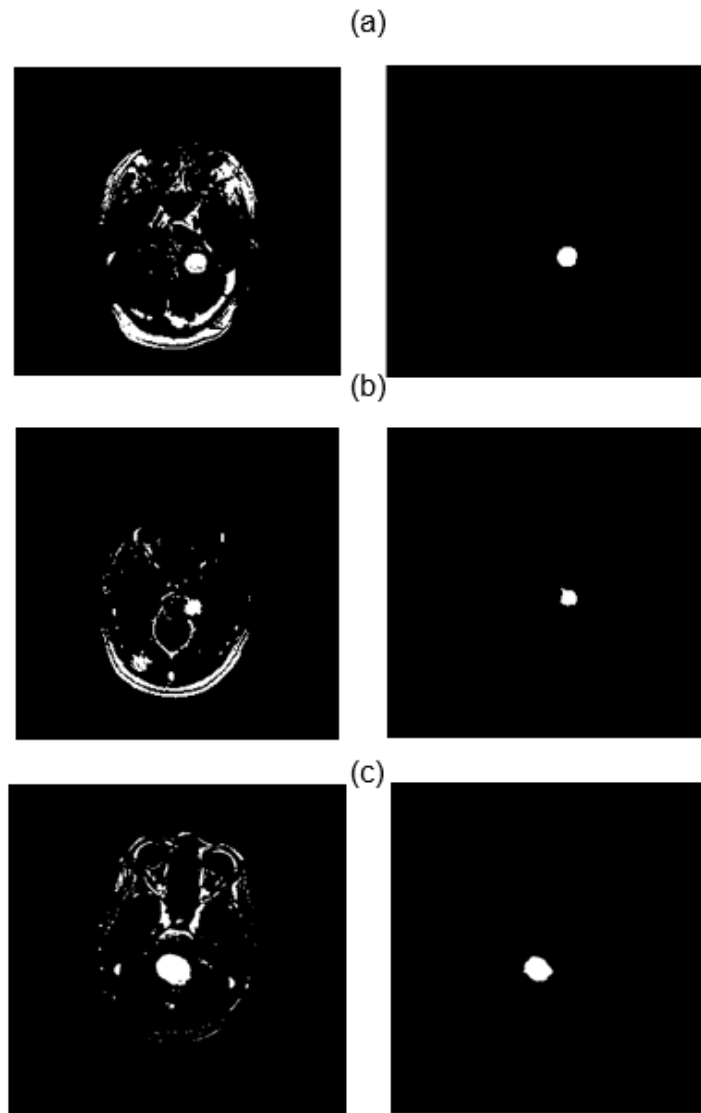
Vista 2D del volumen de la lesión tumoral segmentada (volumen generado a partir de imágenes de RM) empleando la técnica de umbralización para el paciente: (a) Uno, (b) Dos, (c) Tres.
